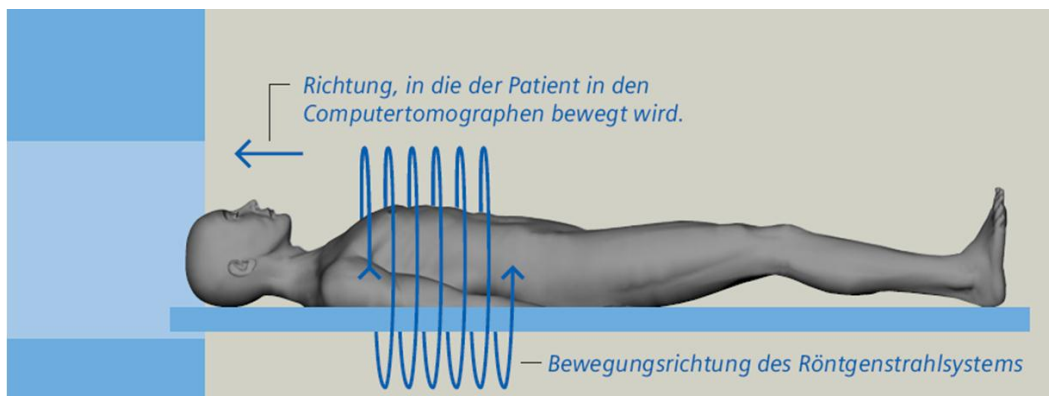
Grundprinzip der Arbeitsweise eines Spiral-Computertomographen
